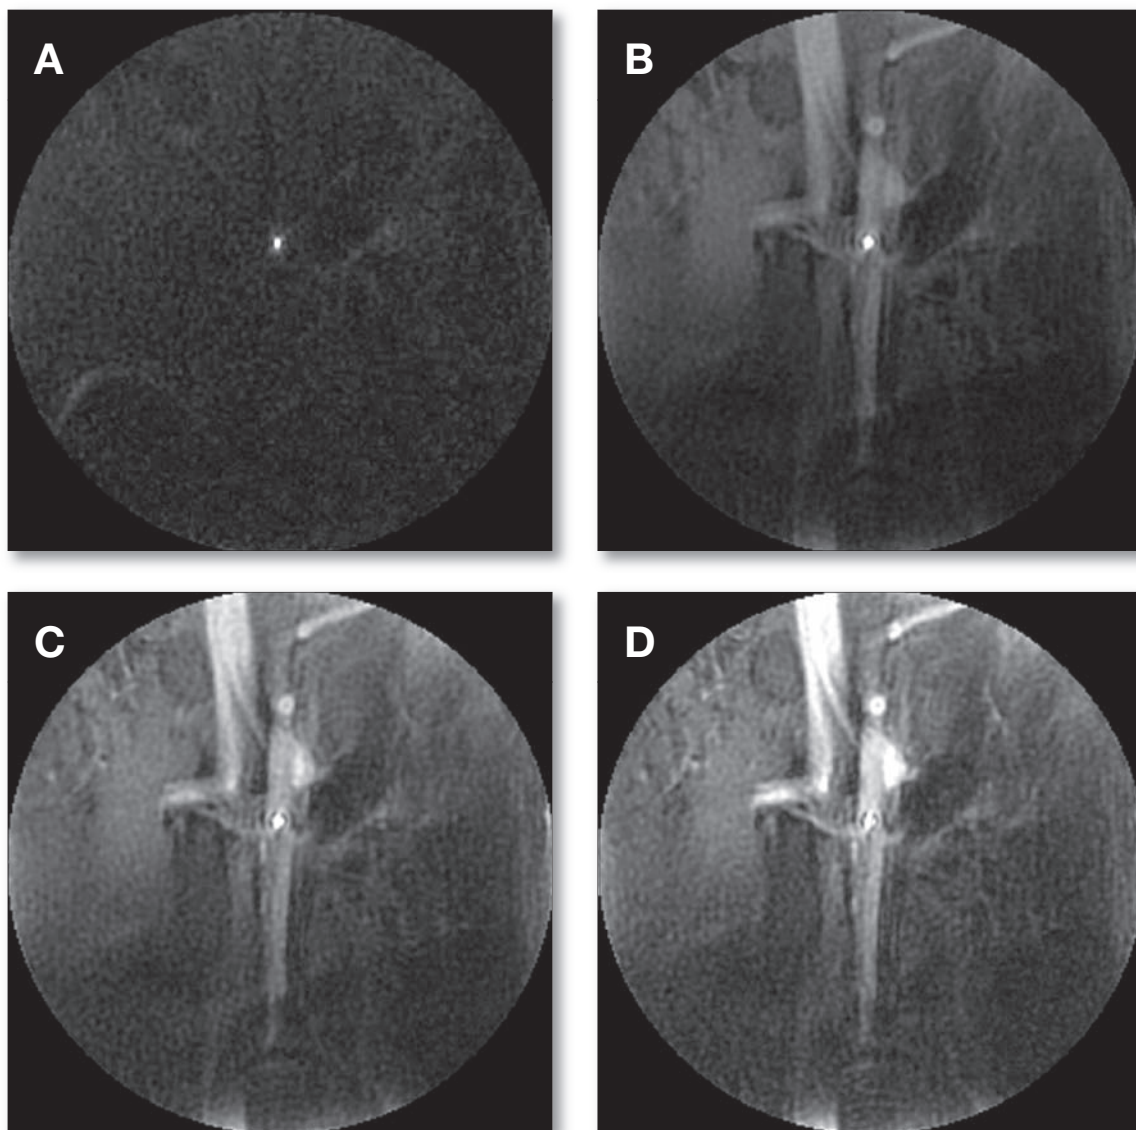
In-vivo MRT- Bilder (A-D) (SSFP-Sequenz: TR 3,3/ TE 1,4, Flipwinkel 5°, 20°, 45°, 60°, Schichtdicke 6 mm) zeigen, dass durch interaktives Verändern des Flipwinkels der Kontrast im Verhältnis zur Hintergrundanatomie verändert werden kann. Die Signalintensität des RC verändert sich nicht signifikant.
